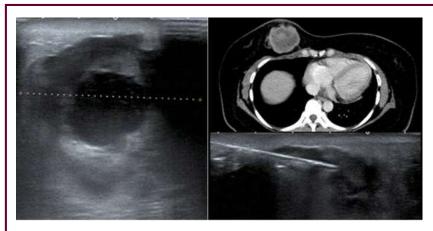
左為超音波,右上為電腦斷層顯影,右下為切片位置
